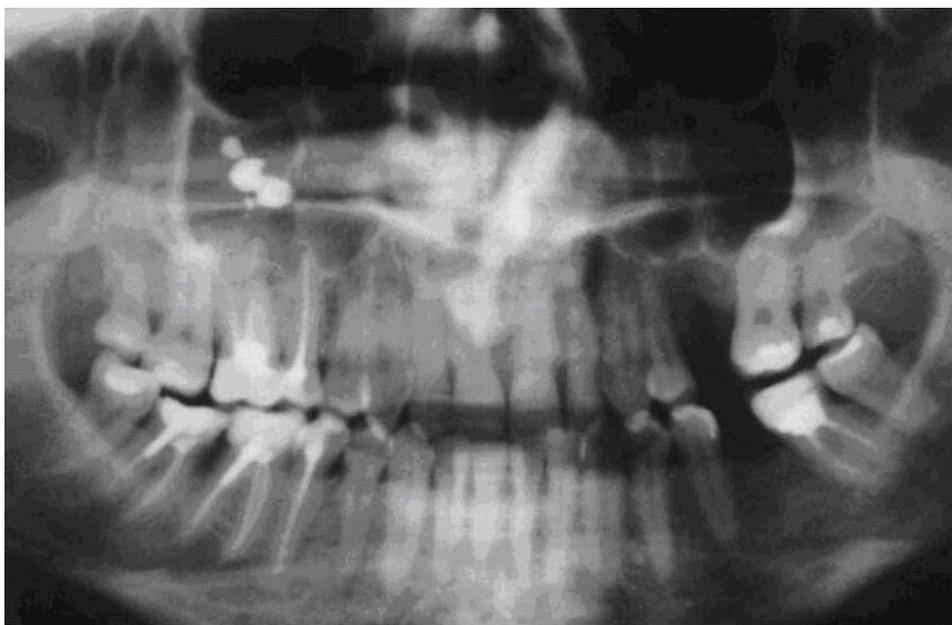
Снимки ортопантограмм и КТ околоносовых пазух.
